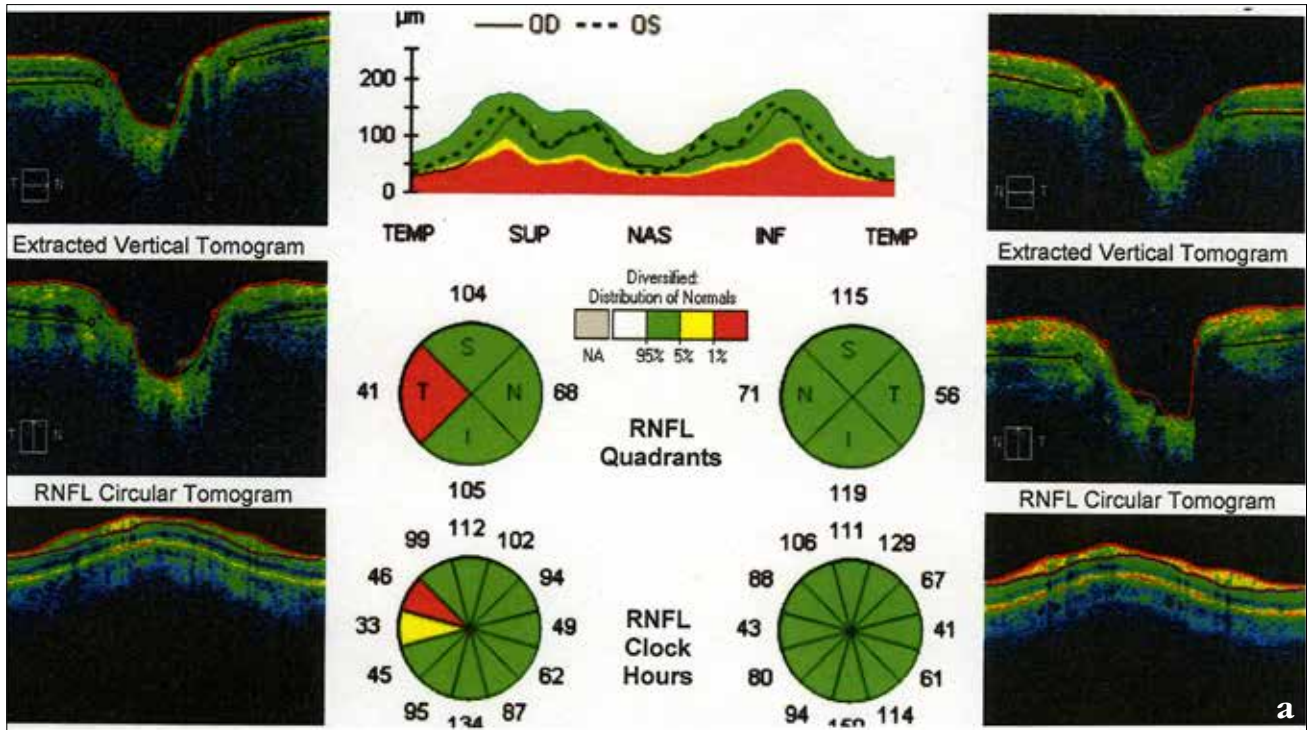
Оптическая когерентная томография: а) перипапиллярного слоя нервных волокон сетчатки; б) слоя ганглиозных клеток сетчатки
